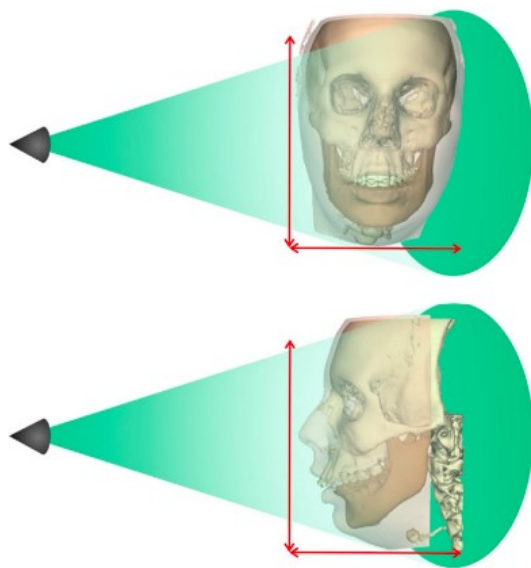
Ilustração sistemática de um scan CBCT com medidas ideais para ser aplicado em cirurgia maxilofacial. Medidas de 24 cm x 24 cm (Adaptado de Swennen & Mollemans & Schustyser, 2009).
